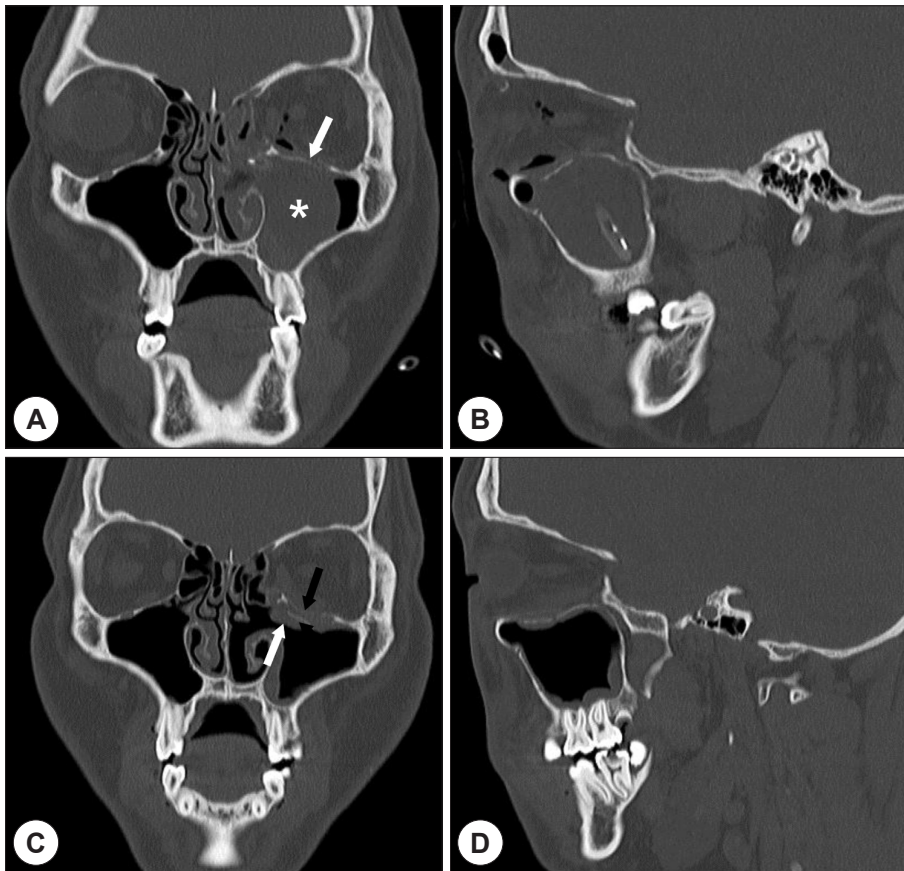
Post-operative non-enhanced computed tomography images. Upper images are next day after surgery. Coronal image showing the reduced anatomical structure of orbital floor (white arrow), left by catheter ballooning (white asterisk) (A). Sagittal image showing the relatively good restoration from anterior to posterior portion (B). Under images are 24 days after surgery. Coronal image showing the slightly herniated bony fragments (white arrow) are observed, but the bioresorbable plate (black arrow) is maintained well. And compared with before surgery, the fractured orbital medial wall is maintained without any significant change (C). Sagittal image showing the anterior to posterior portion of the fractured floor is well supported by the bioresorbable plate (D).
